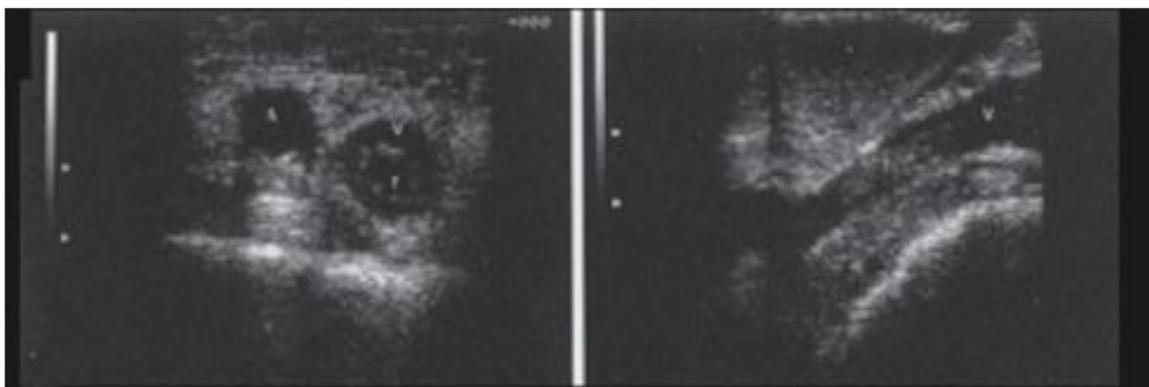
Écho-Doppler veineux : la visualisation du thrombus n'est pas indispensable
